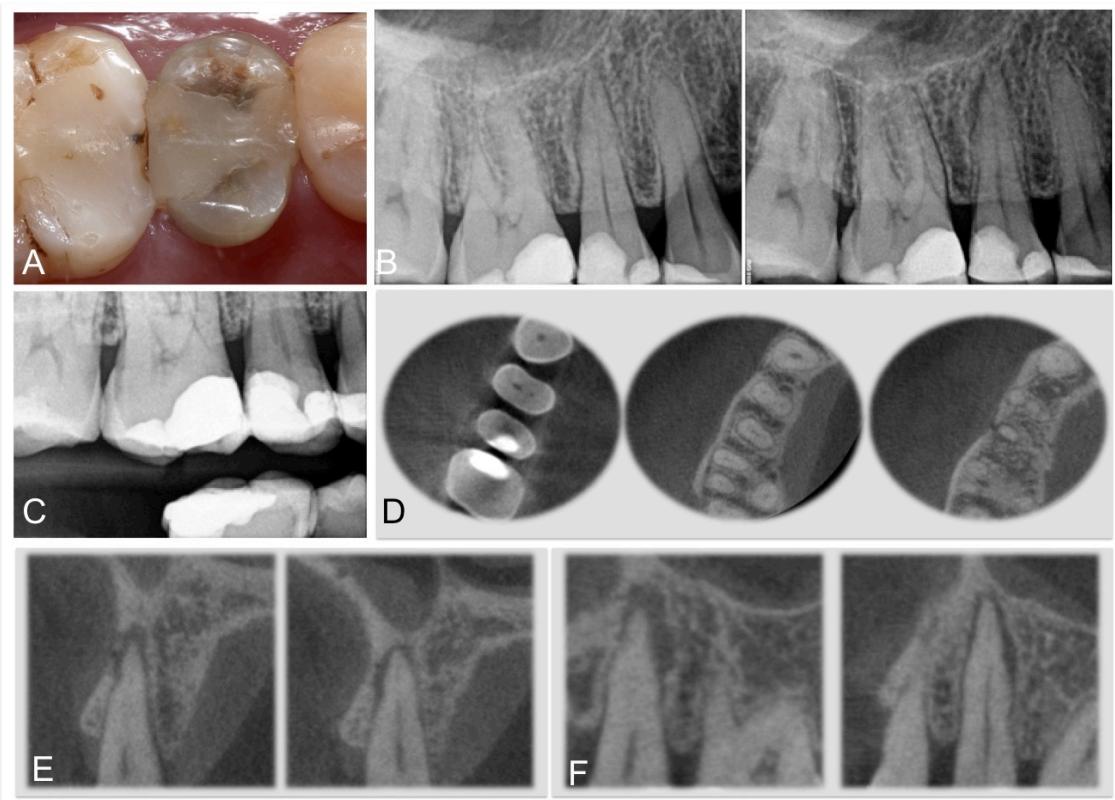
(A) A clinical image of the right maxillary second premolar (tooth #4). (B) Preoperative PA radiographs of tooth #4 with different horizontal angulations showing a small apical lesion. (C) Bite-wing radiograph provided more precise and less distorted information about the condition of the pulp chamber and the distance to the alveolar bone crest. Note that the apical lesion can be clearly identified on the (D) axial, (E) coronal, and (F) sagittal slices obtained from cone-beam computed tomography (CBCT) images (ProMax 3Ds [Planmeca OY, Helsinki, Finland]).
